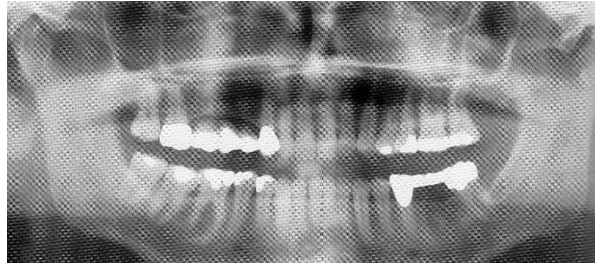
Radiografía panorámica de paciente con artritis reumatoide.
